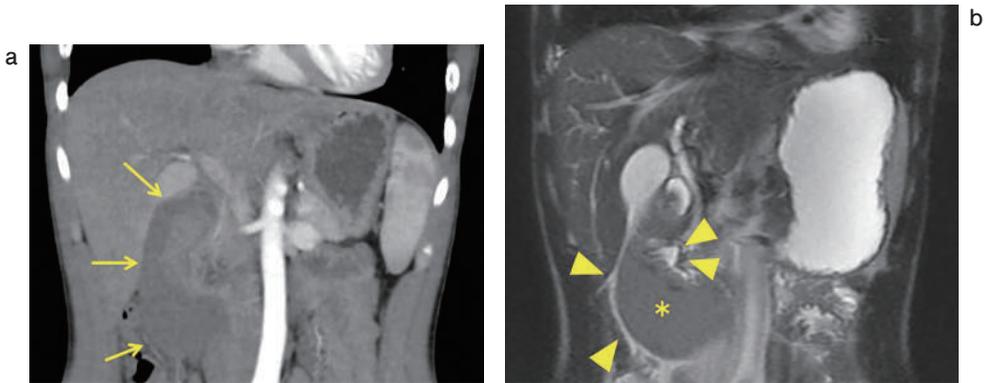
第2病日に施行した造影CT(a)と第4病日に施行した腹部MRI(b)
